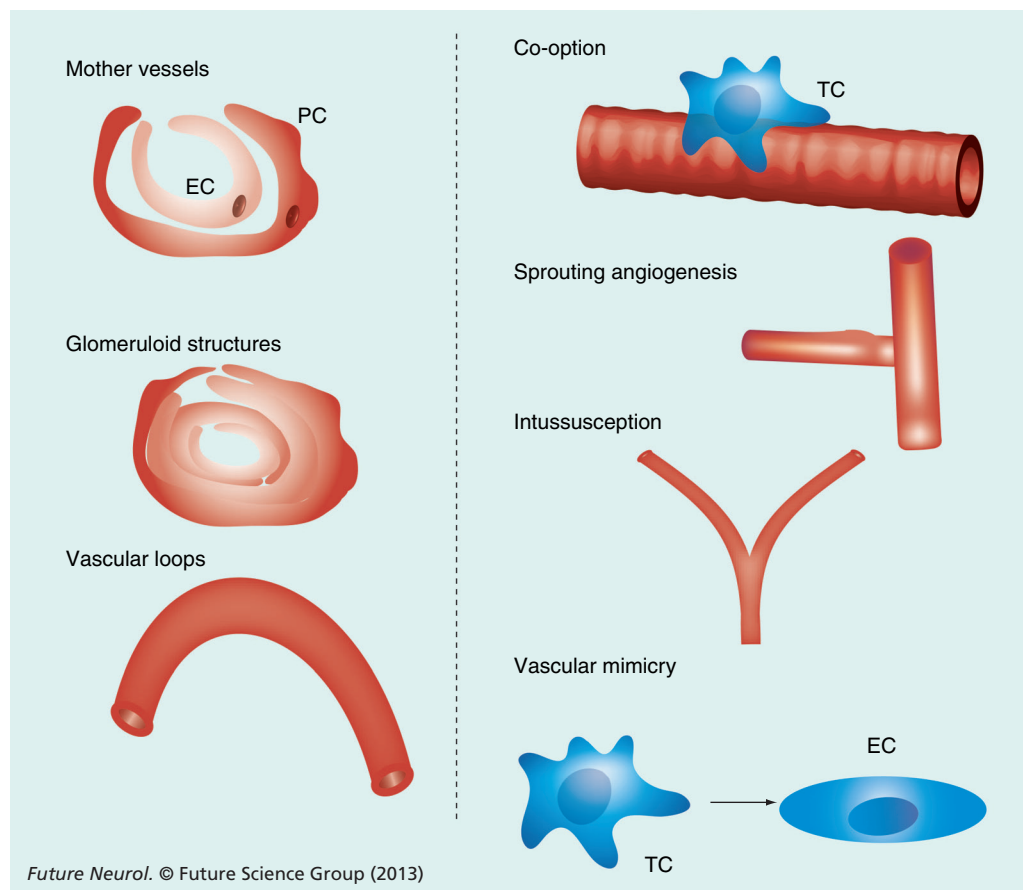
Type of vessels found in glioblastoma and mechanisms of vascularization. Different types of vessels are found in glioblastoma including ‘mother vessels’ that are leaky, glomeruloid structures and vascular loops. The interaction of tumor cells with the vasculature leads to co-option, sprouting angiogenesis or intussusception (vessel splitting). Furthermore, vascular mimicry and transdifferentiation of glioma cells into endothelial cells have been reported. EC: Endothelial cell; PC: Pericyte; TC: Tumor cell.
